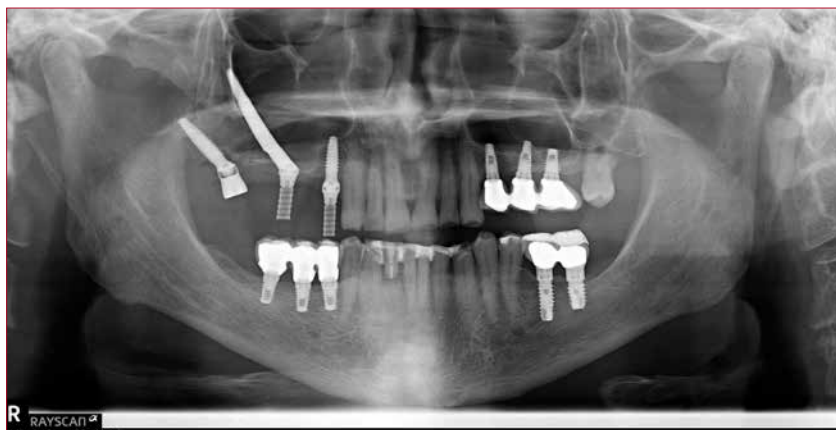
Ortopantomografia di una riabilitazione implantare con tecnica Settoriale
